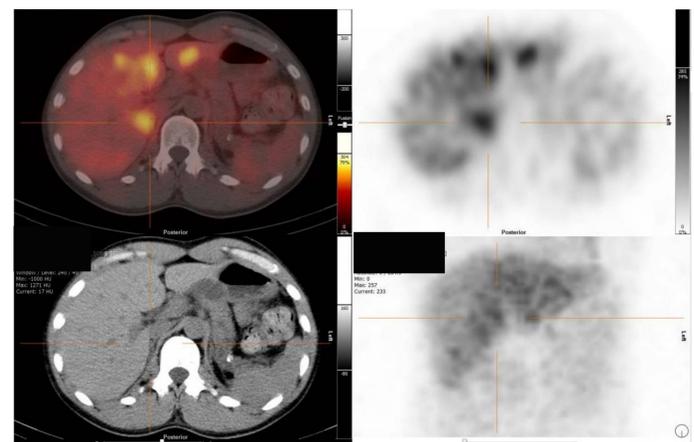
Gammagrafía y SPECT-TC de glándula suprarrenal simpaticoadrenal (MIBG 123).
